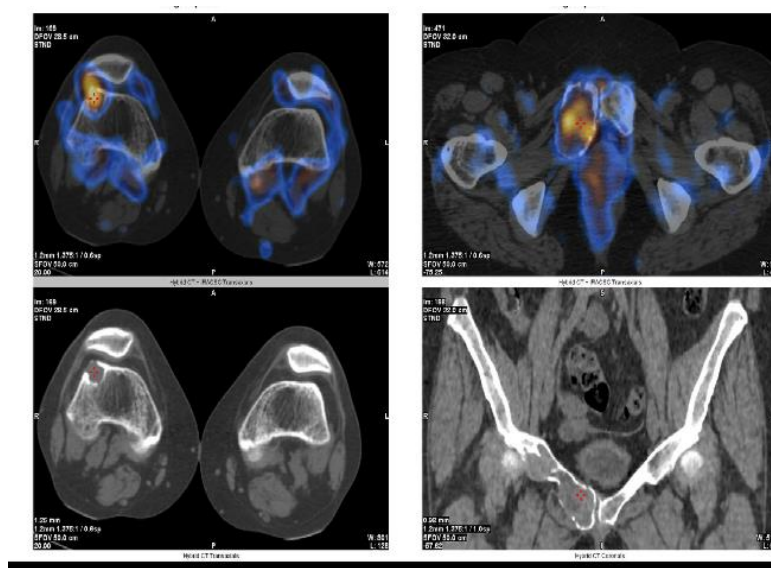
Сцинтиграфия с ^{99m}Tc -тектротидом. Множественные литические очаги костей скелета. ОФЭКТ/КТ-признаки умеренной гиперэкспрессии соматостатиновых рецепторов в очагах деструкции костной ткани правой лонной кости и латерального мыщелка правой бедренной кости. В других очагах костей накопления РФП не отмечаются
